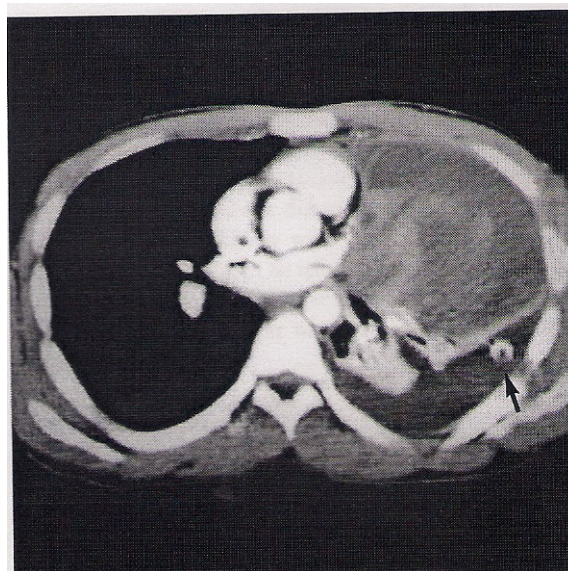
Gambaran CT scan pada pleuropulmonary blastoma tipe I memperlihatkan lesi seperti kista paru jinak yang berisi udara. Sedangkan pada tipe II dan III menunjukkan adanya massa solid besar inhomogen unilateral yang berasal dari pleura/parenkim paru, dapat juga muncul pada mediastinum atau diafragma. Pleuropulmonary blastoma sering disertai dengan efusi pleura. Massa tersebut biasanya jarang menginvasi dinding thorax dan jarang melibatkan kelenjar getah bening.¹³
